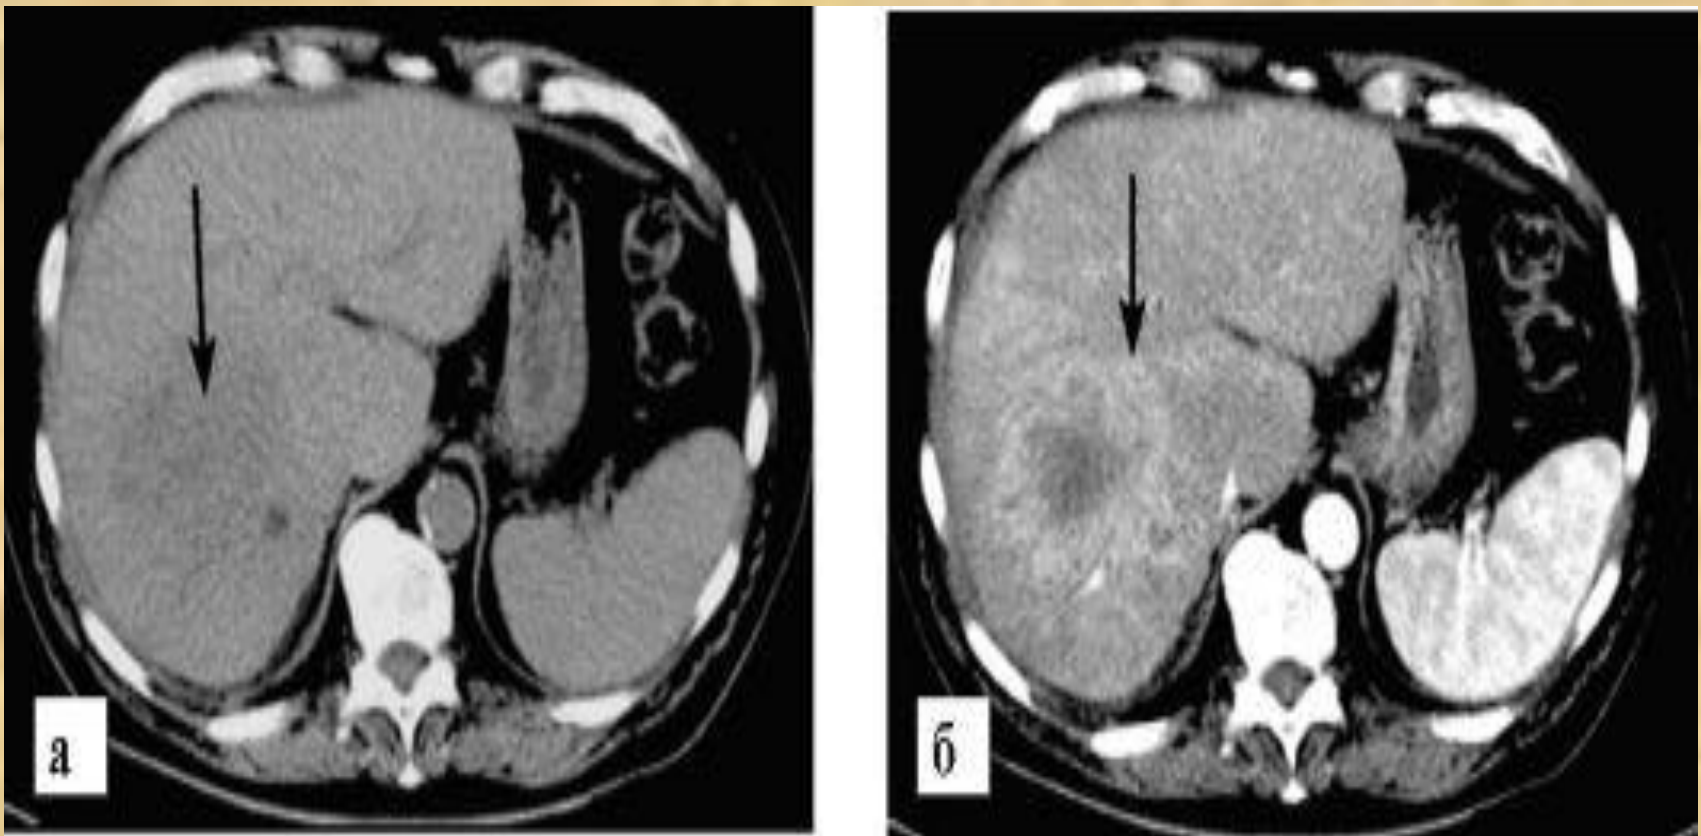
КТ. Гепатоцеллюлярный рак (стрелка): а - в паренхиме печени до контрастирования видна область со сниженной плотностью; б - в артериальную фазу отмечается ее неомогенное контрастирование. Контуры опухоли бугристые, нечеткие.
